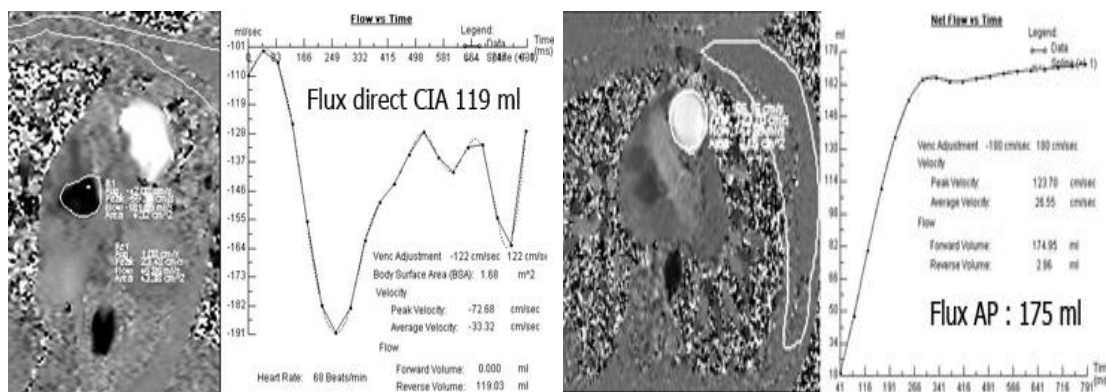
Calcul de flux à l'IRM
